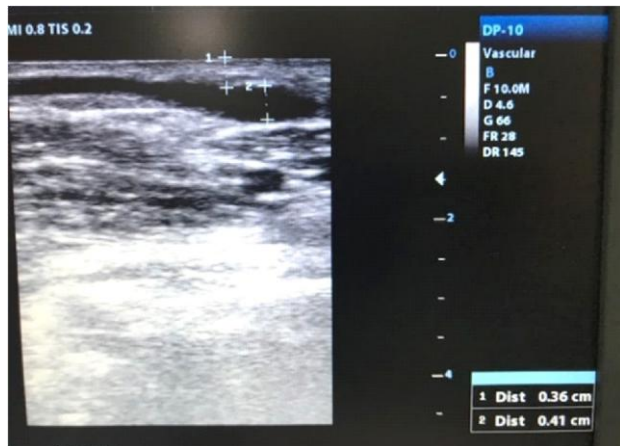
Ecografía de fístula arteriovenosa nativa. Paciente 1. Fuente: Documento obtenido durante la realización del estudio.
